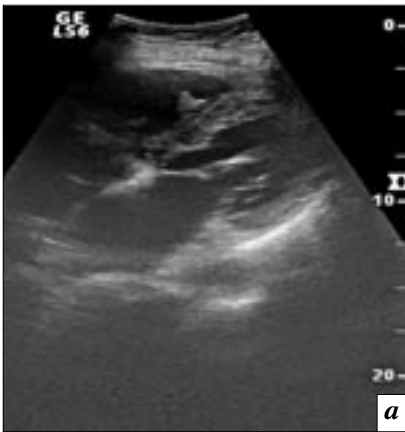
Больной А., 56 лет. УЗИ пищевода – поперечное (а) и продольное (б) сканирование. Экзофитный рак верхней трети пищевода. Визуализируется опухоль протяженностью 7,7 см.
